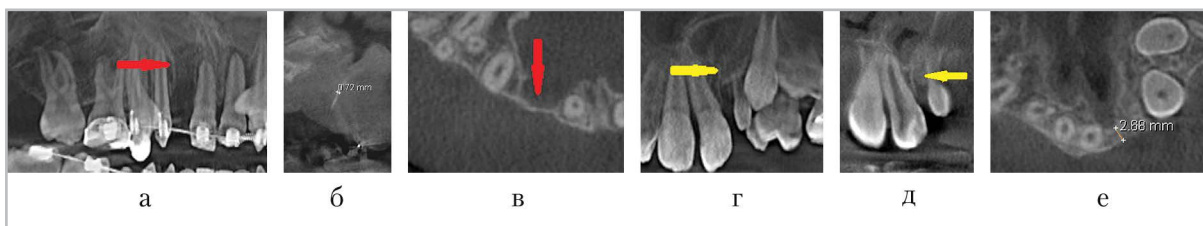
КЛК-томограммы пациентов с врожденными расщелинами альвеолярного отростка после альвеолопластики (*a, г* – фрагмент панорамного реформата; *б, д* – фронтальные реформаты; *в, е* – аксиальные реформаты): *a – в* – регенерат II типа по Bergland (красная стрелка), толщина регенерата – 0,72 мм; *г – е* – регенерат I типа по Bergland (желтая стрелка), толщина регенерата – 2,68 мм
